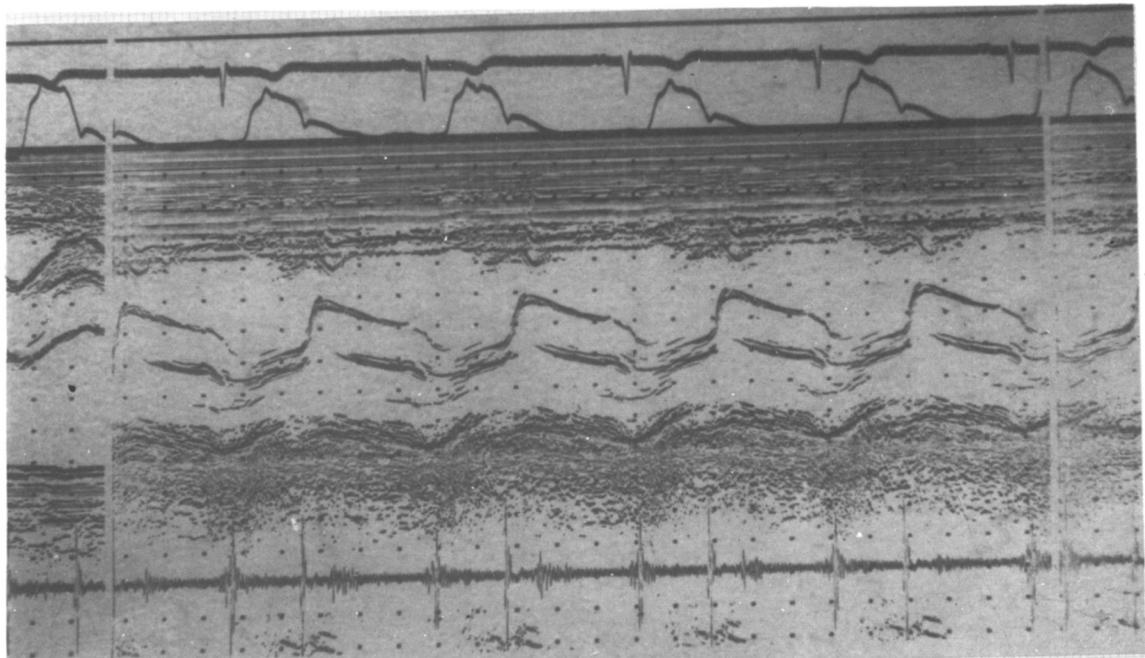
M mode echocardiogram in mitral stenosis.
